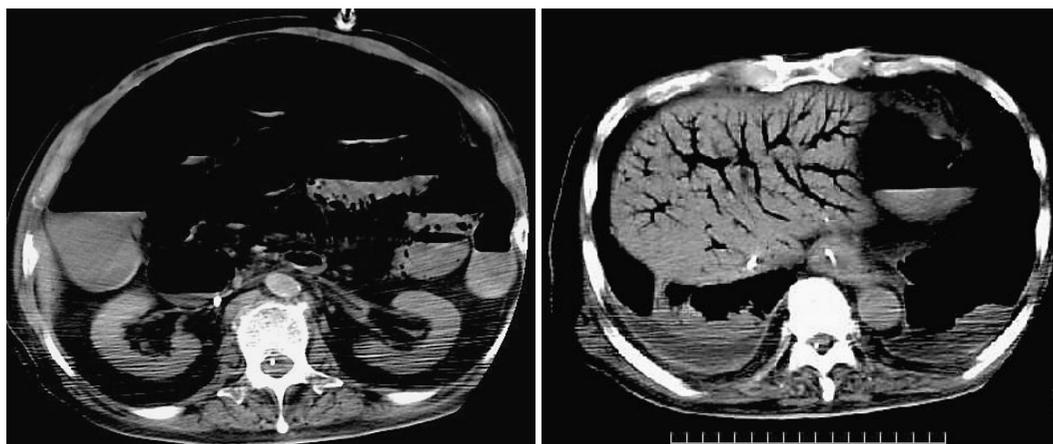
Abdominal computed tomography scan showing pneumatosis intestinalis (left) and hepatic portal venous gas (right)
